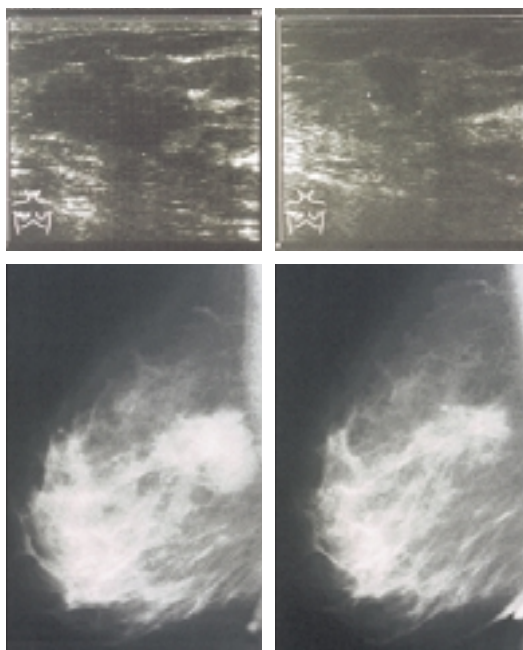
Mammographie und Mammasonographiebefunde jeweils vor und nach dreimonatiger Anastrozolgabe
